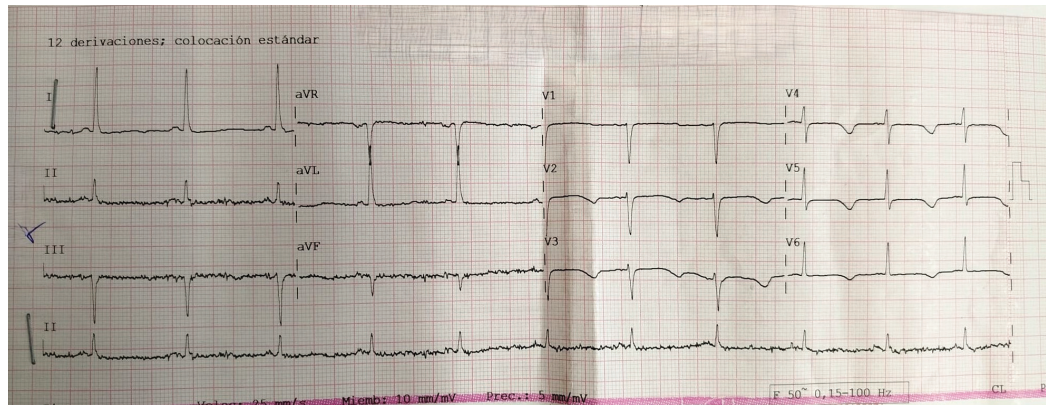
Ecocardiograma mostrando ritmo sinusal, complexos QRS estreitos, inversões difusas da onda T e intervalo QT corrigido (QTc) de 700 ms.
